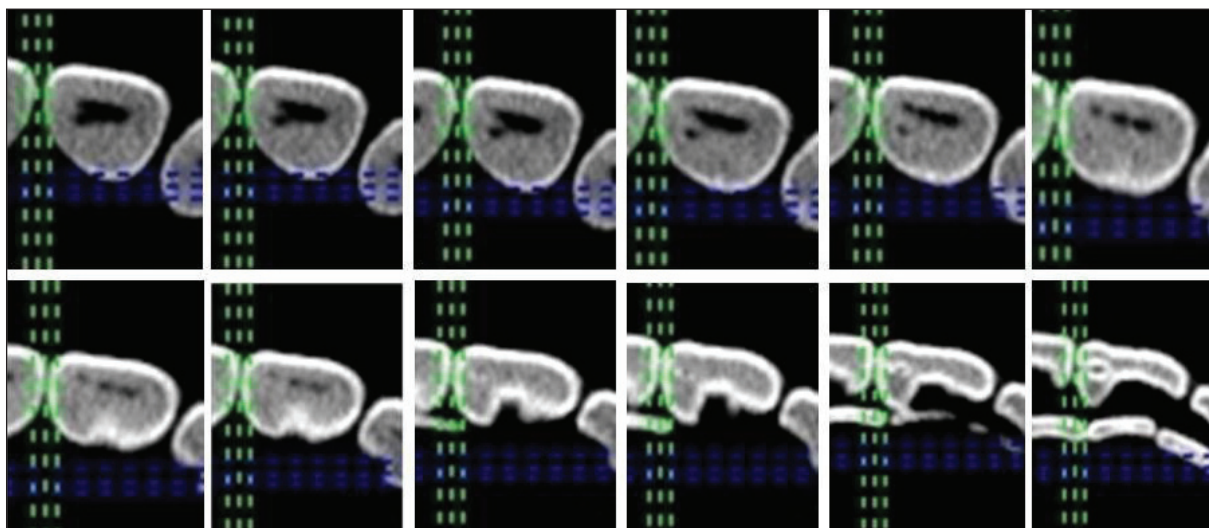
Selected axial sections of cone beam computed tomography of the tooth shown in Fig. 3. No pulp communication with the carious lesion.
